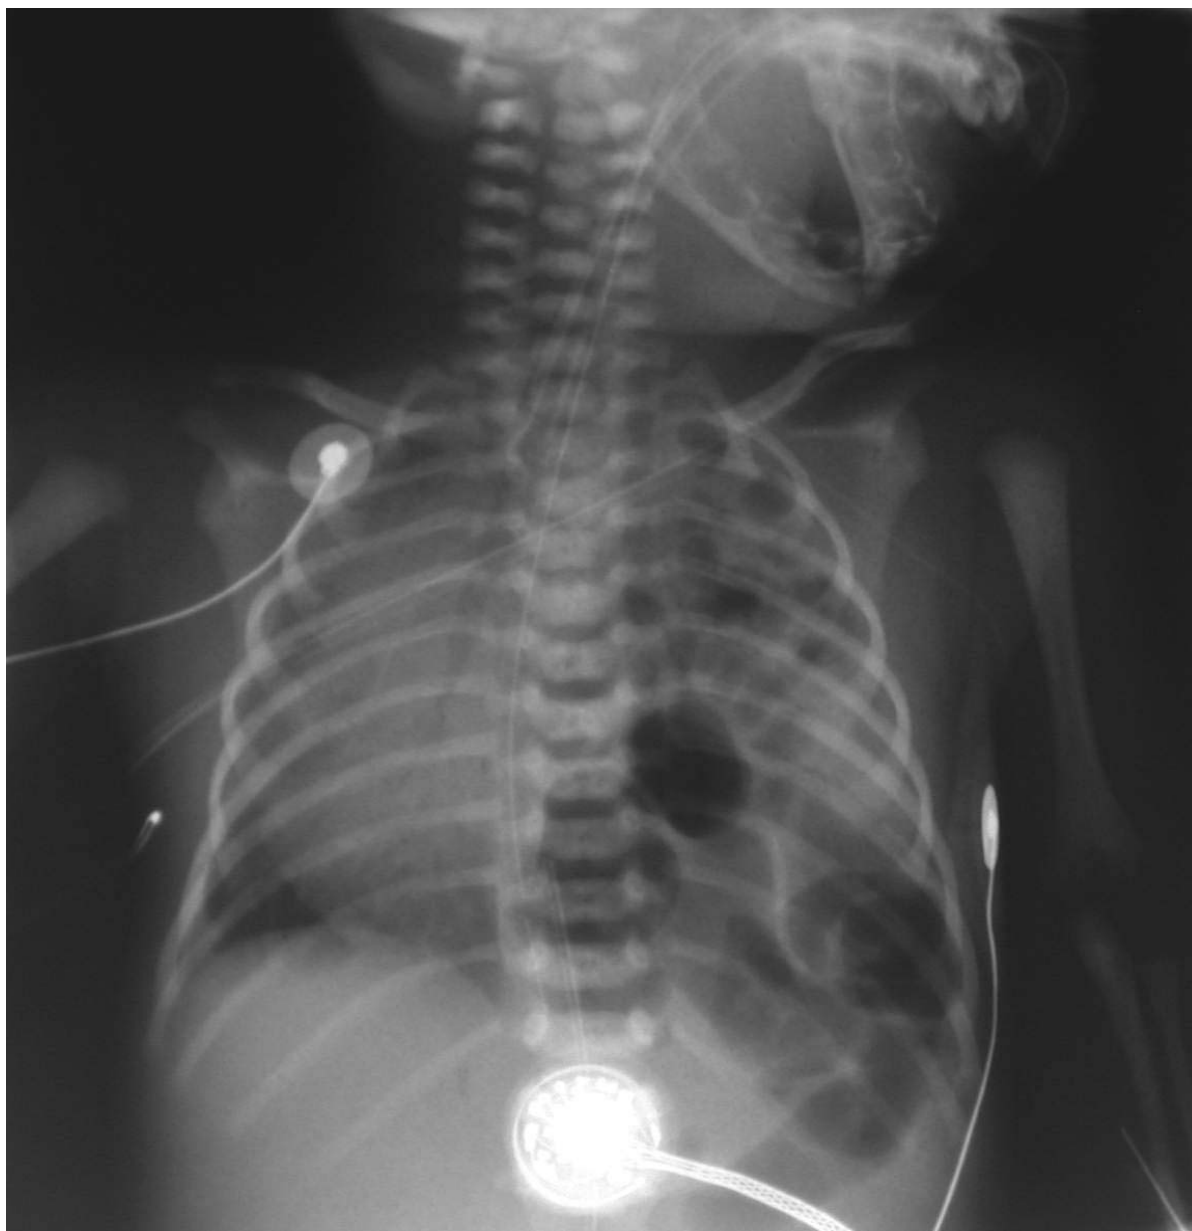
Radiografía simple de tórax de un paciente con hernia diafragmática izquierda donde se aprecia la ocupación del hemitórax por asas intestinales.
